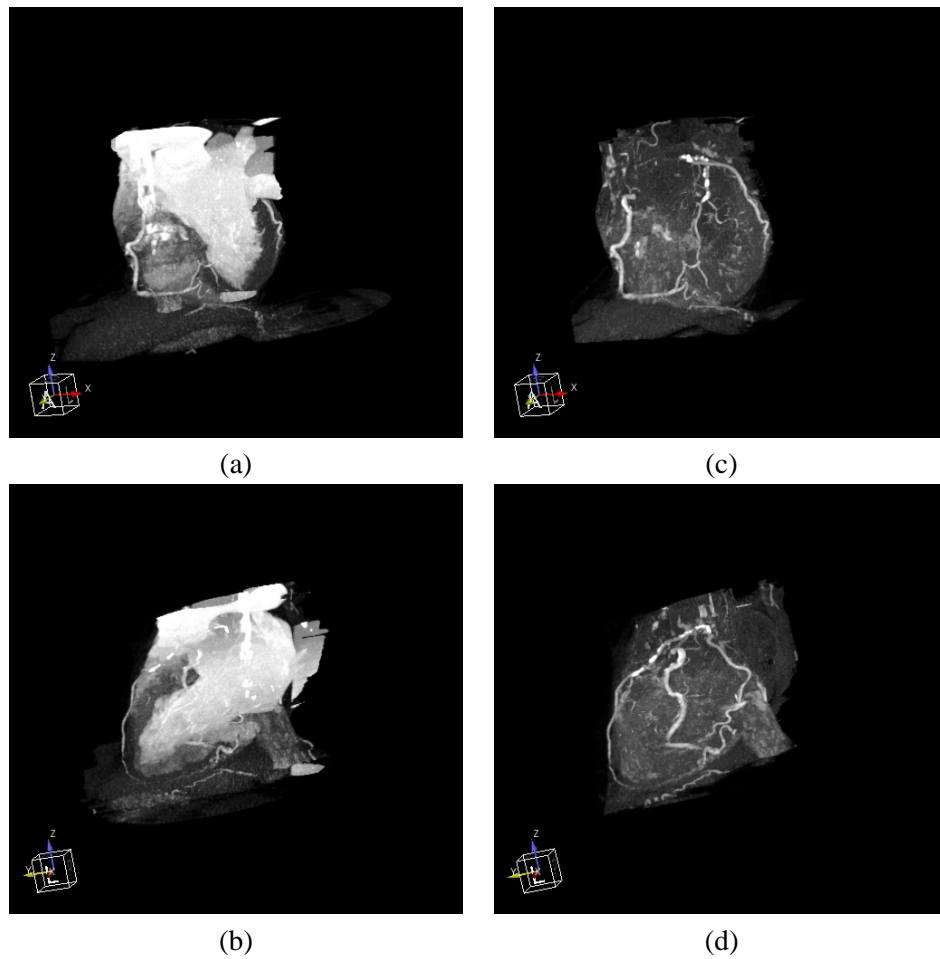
3D-Ansichten in *Maximum Intensity*-Projektion des CT-Datensatz CT1.mhd. (a) – (b) Anwendung der Herzmaske nach dem Verfahren von [Jäh]. (c) – (d) Anwendung der in dieser Arbeit erweiterten Herzmaske.
